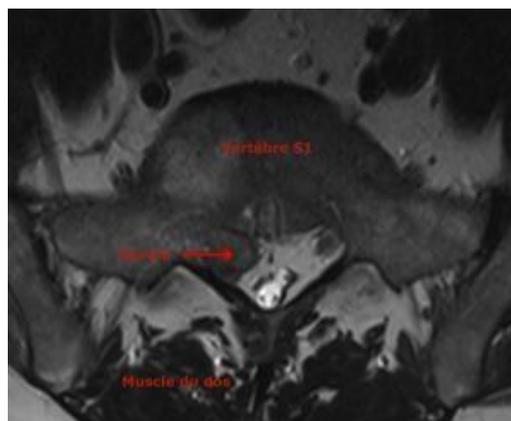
Coupe IRM montrant une hernie discale (120)
